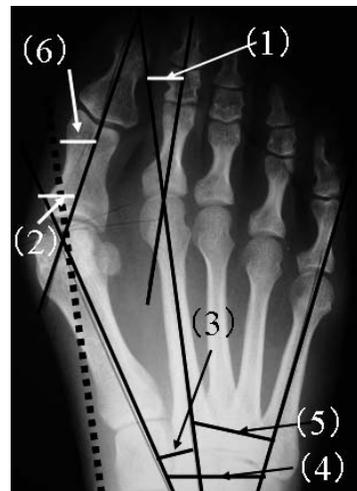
X線の計測法。立位での足部X線背底像にて、(1)第2MP 外反角、(2)外反母趾角 (HVA)、(3) M1M2角、(4) M1M5角、(5) M2M5角、を測定。(6)第1MP 外反角 = HVA-M1M2 (破線は第2中足骨軸の平行線)。
